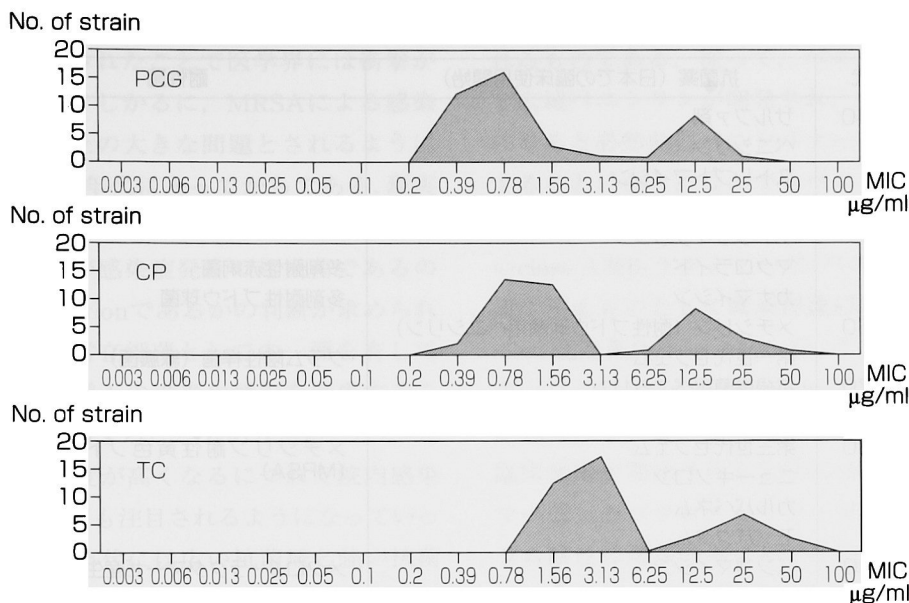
インフルエンザ菌に対するペニシリン(PCG), クロラムフェニコール(CP) およびテトラサイクリン (TC) のMIC分布
